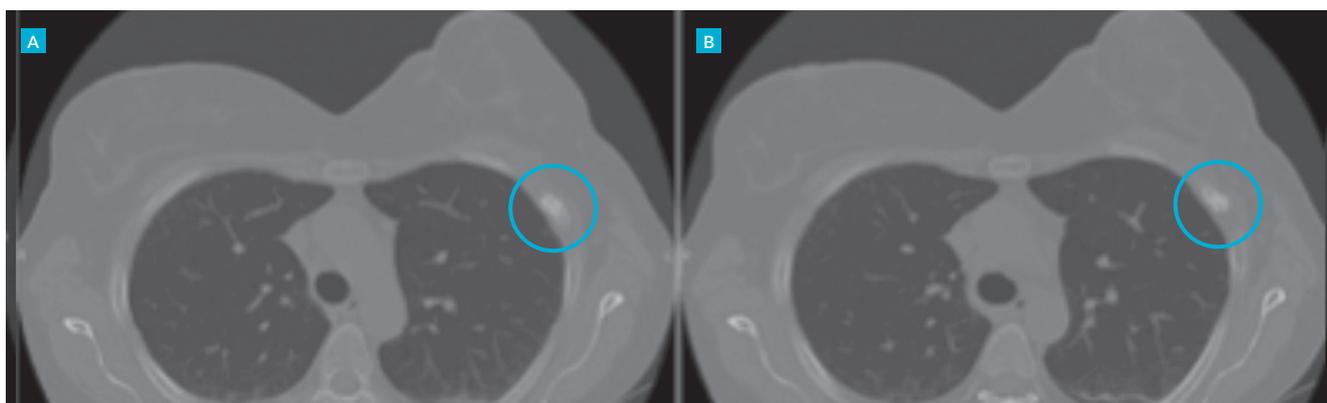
Tomografia computadorizada torácica evidenciando alterações ósseas na grelha costal.
